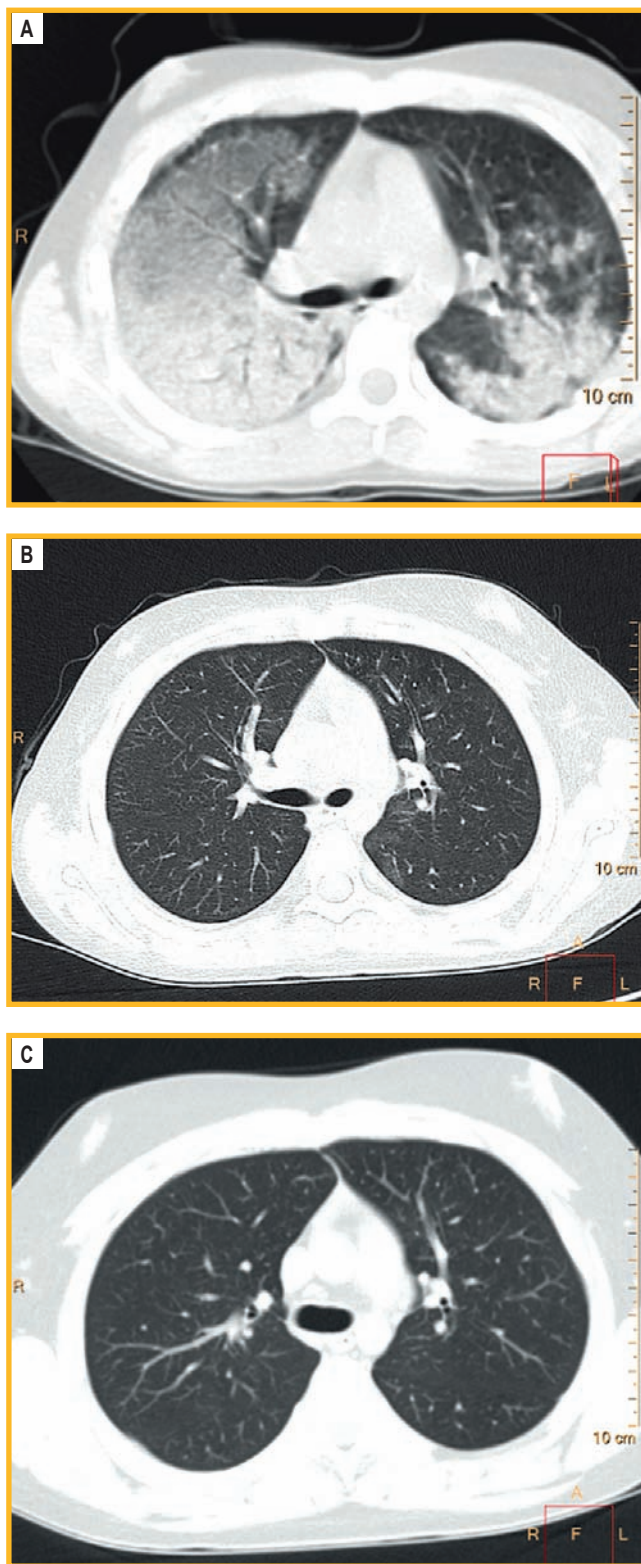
Мультиспиральная компьютерная томография легких в динамике: А – первоначально выраженные альвеолярно-интерстициальные участки уплотнения легочной ткани; В – в динамике объем и интенсивность альвеолярно-интерстициальных изменений значительно уменьшился, сохраняются в виде небольших участков уплотнения по типу «матового стекла» в S6 левого легкого; С – восстановление структуры легочной паренхимы
